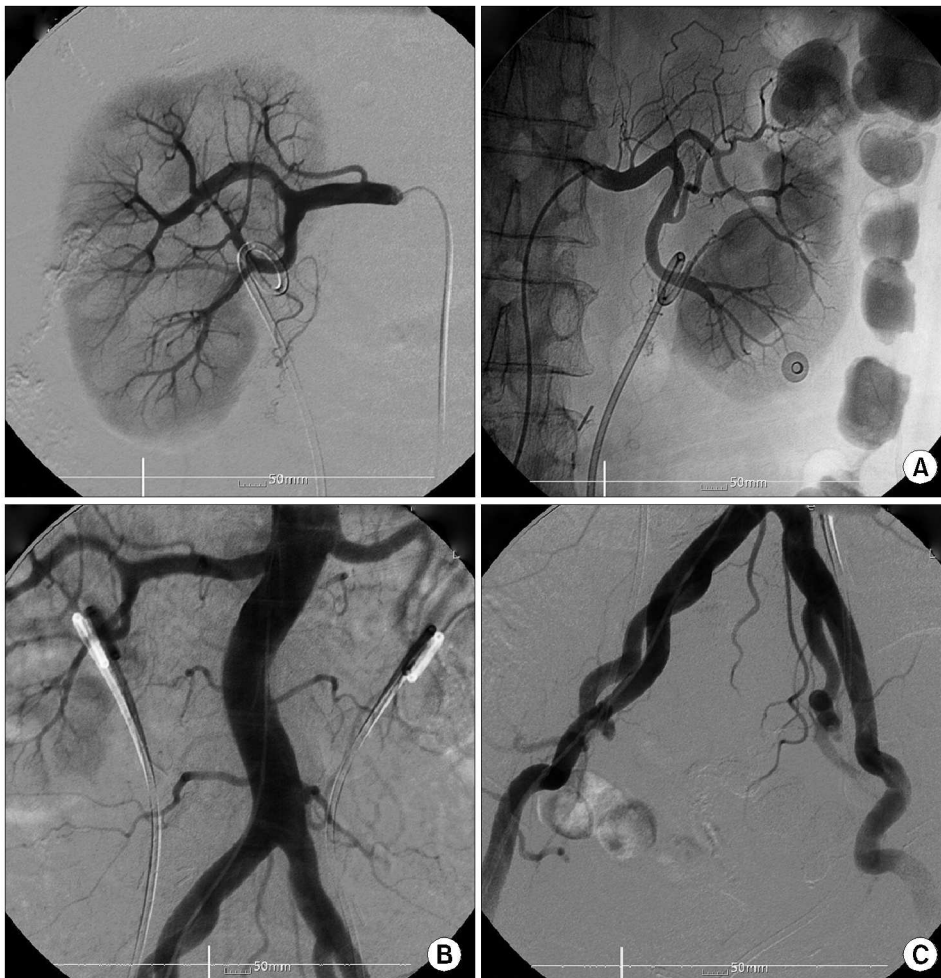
(A) Bilateral renal angiogram shows no definite abnormal lesion. Ureteral stents are well positioned bilaterally and contrast of previously taken computed tomography (CT) is still remained in descending colon. (B), (C) Abdominal aortogram and selective iliac arteriogram shows no definite bleeding focus or vessel malformations.
